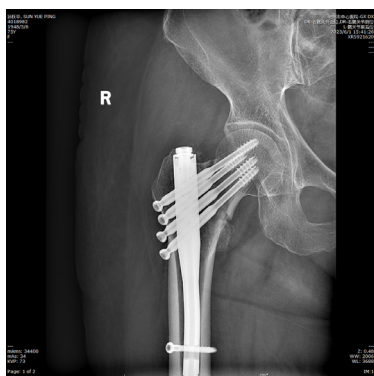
术后患者正位X线片,可见股骨近端髓内钉和近端的4枚空心钉
